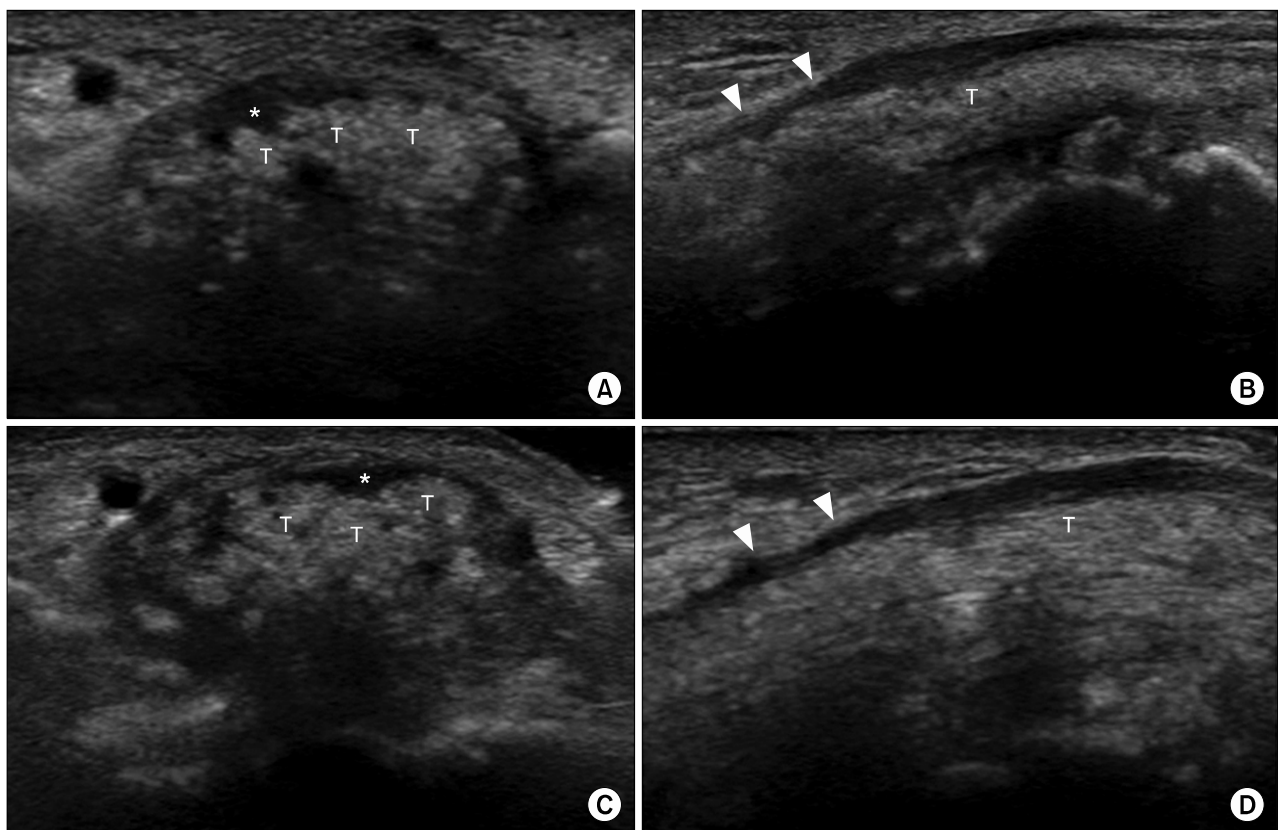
Ultrasonography shows increased cross sectional area of median nerve at the proximal carpal tunnel (\*), tophaceous depósitos of flexor digitorum tendons (T) with heterogenous hyperechogenicity, and compression of medial nerve at the distal carpal tunnel (arrow heads). Left carpal tunnel transverse view (A), left carpal tunnel longitudinal view (B), right carpal tunnel transverse view (C), and right carpal tunnel longitudinal view (D).
